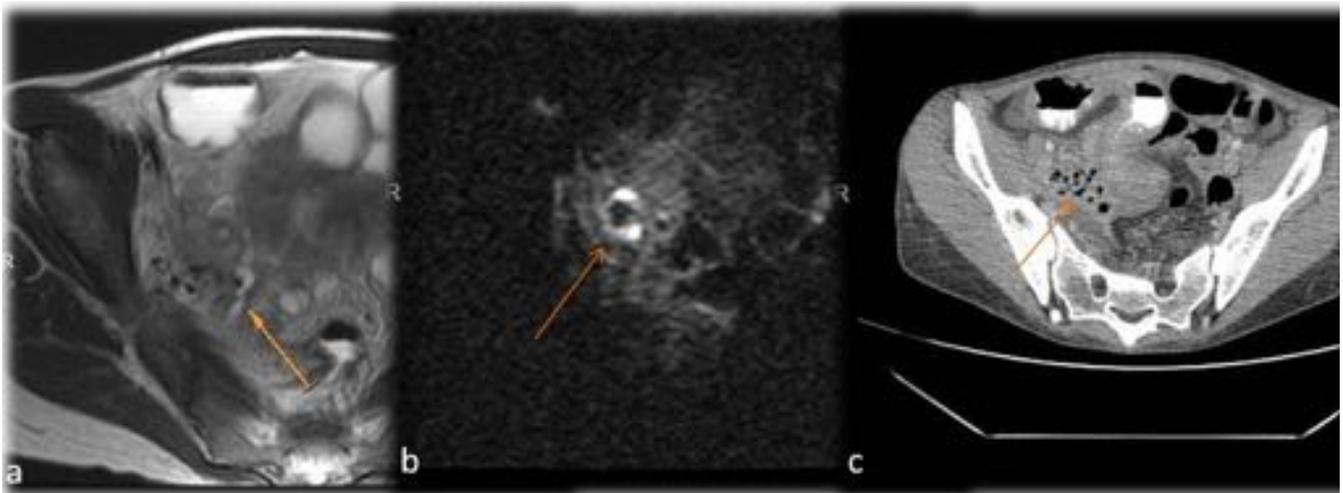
Estudio axial T2 SS FSE con imagen de fistula en un magma inflamatorio(a) . Secuencia de DWI-EPI donde se aprecia un absceso, con marcada restricción en difusión (b) . Estudio de TC de la misma paciente el día previo a la que se le practico de urgencia donde se aprecia aire y magma inflamatorio adyacente a un asa de paredes marcadamente engrosadas.
